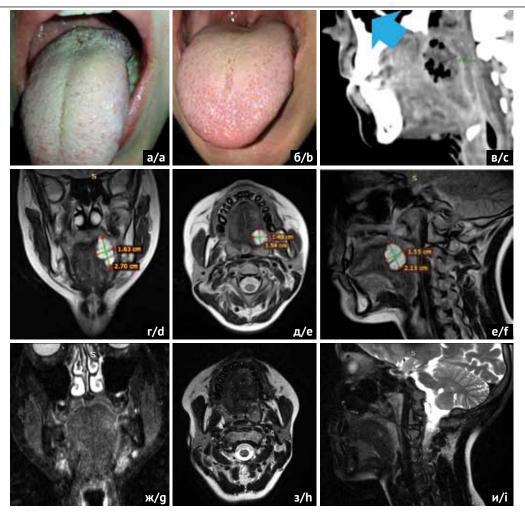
Пациентка P., 12 лет. Венозная мальформация языка. а – клиническая картина до лечения; б – клиническая картина после склерозирующей терапии блеомицин-полидоканоловой композиции; в – МСКТ на вторые сутки после склерозирующей терапии; г – МРТ до операции во фронтальной проекции; д – МРТ до операции во аксиальной проекции; е – МРТ до операции в саггитальной проекции; ж – МРТ после операции во фронтальной проекции; з – МРТ после операции в аксиальной проекции; и – МРТ после операции в саггитальной проекции (источник: составлено авторами)
